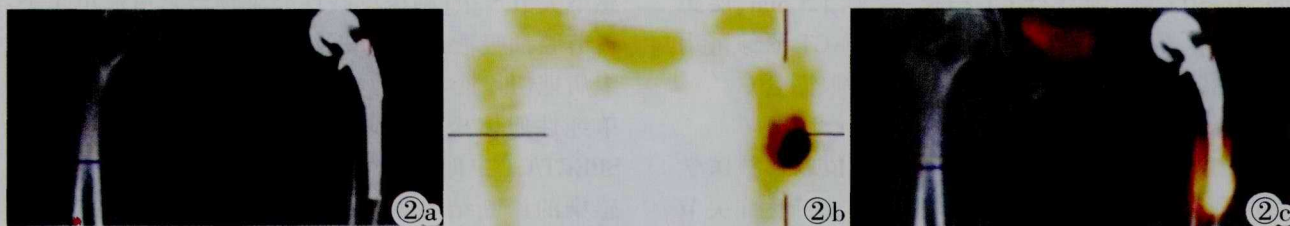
女, 73 岁, 左髋关节全髋关节置换术后左髋部疼痛 3 月。图 2a: 定位 CT 冠状位图像, 显示左侧关节假体对位良好, 假体周缘未见明显骨质破坏及明显透亮带形成, 未见明显假体松动迹象。图 2b: SPECT 图像, 显示假体柄中远端放射性核素异常浓聚, 但不能精确显示放射性核素异常浓聚区与假体柄的解剖关系。图 2c: SPECT/CT 融合图像, 显示左股骨柄远端承重区可见局灶性放射性核素异常浓聚, 提示假体柄远端无菌性松动。
